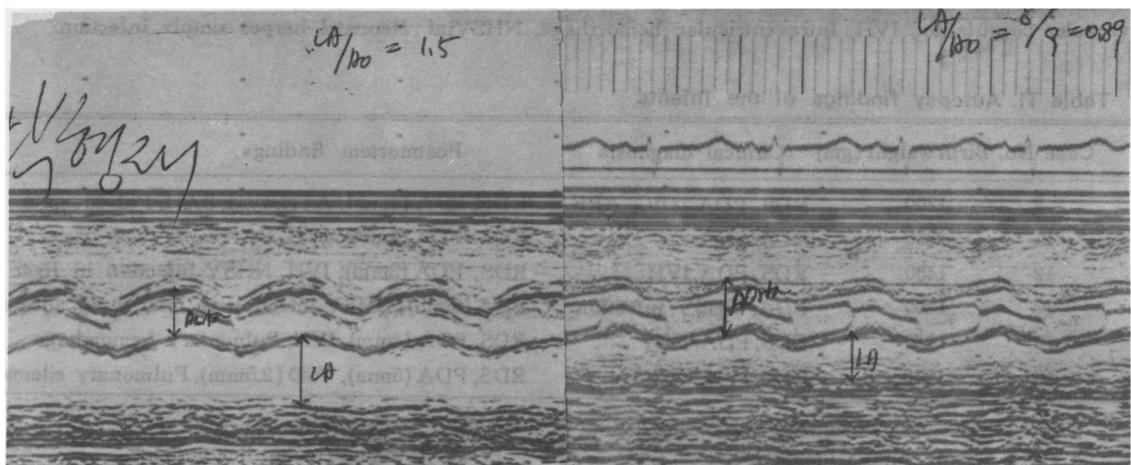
M-mode echocardiograms from one infant before(left) and after(right) indomethacin trial.
